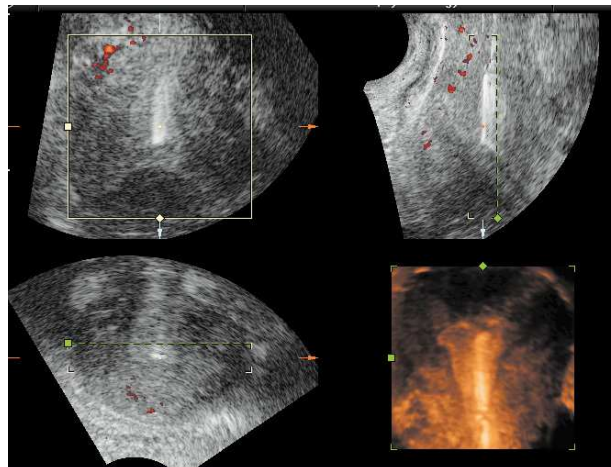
Imagen multiplanar, en la que se observan los cortes longitudinal (imagen superior derecha) y transversal (imagen inferior izquierda) de la ecografía convencional, y el plano coronal adicional (imagen superior izquierda) que permite la reconstrucción tridimensional de las estructuras estudiadas (imagen inferior derecha).
